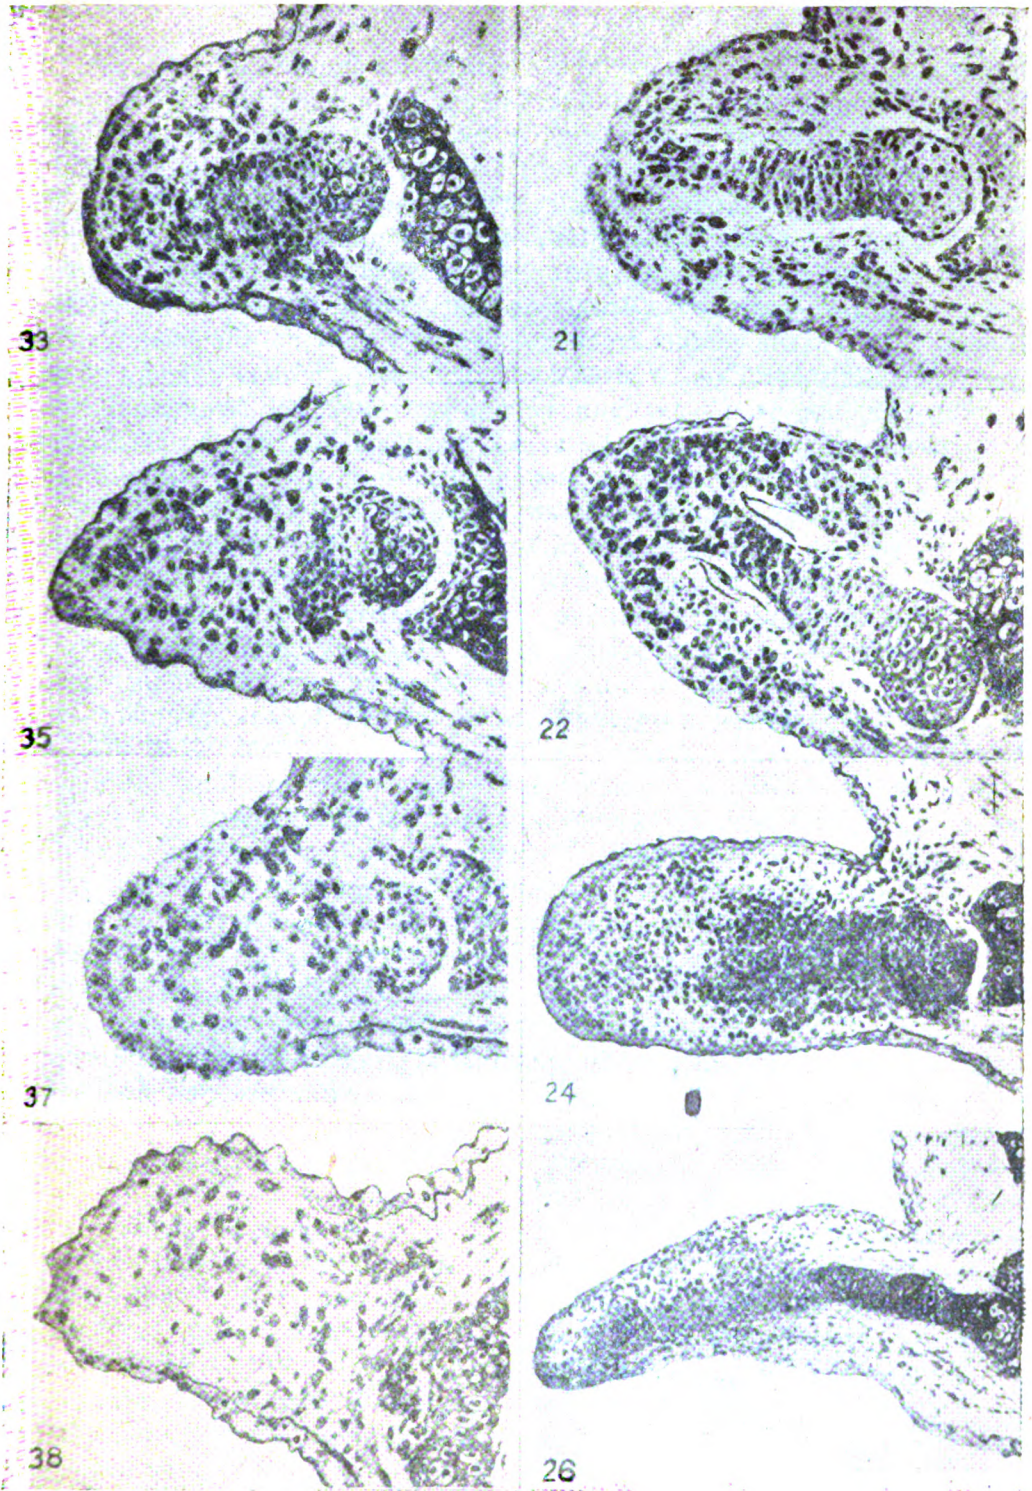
Вплив рентгенівського проміння на гістогенез при регенерації кінцівок личинок *Amblystoma punctatum*. Фіг. 33–38 — опромінені регенерати. Фіг. 21–26 — контрольні регенерати (за Е. Бутлер-ом, 1933)
